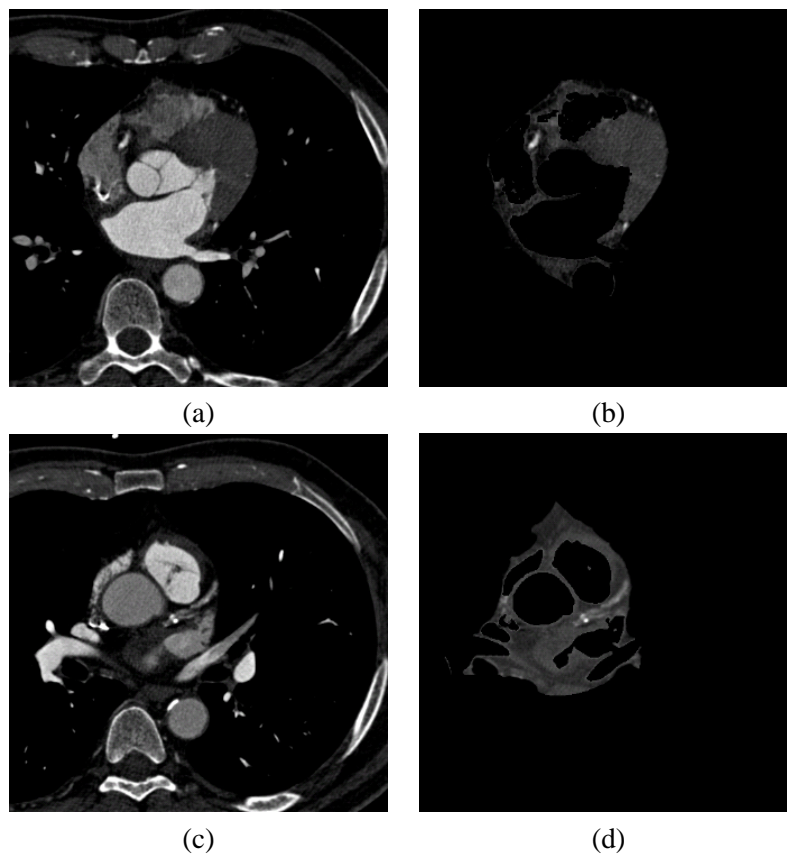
Zwei repräsentative axiale Schichten des CT-Datensatzes CT1.mhd vor ((a) und (b)) und nach Anwendung der binären Herzmaske ((b) und (d)). Die Koronararterien sind im Vergleich zu den übrigen kontrastverstärkten Herzstrukturen nicht ausmaskiert. Um den Verlauf der Koronararterien besser erkennen zu können, wurde für beide Ansichten ein kleineres Grauwertfenster gewählt.
